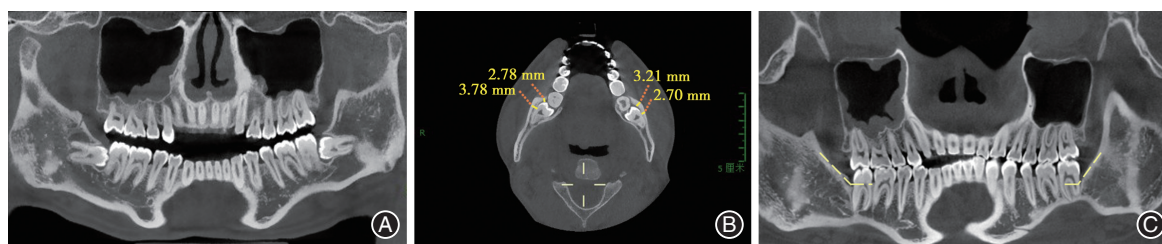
采用骨盖技术及传统方法分别拔除双侧下颌低位骨性埋伏阻生第三磨牙手术前后影像对比 A:术前口腔全景曲面体层片,双侧下颌第三磨牙阻生情况相似;B:术前锥形束CT(CBCT)横断面图片,双侧下颌阻生第三磨牙颊侧骨板平均厚度大于1 mm;C:术后1年口腔全景曲面体层片,骨盖手术侧(右侧)牙槽骨恢复高度更接近于邻牙牙颈部水平,优于传统手术侧(左侧)。
